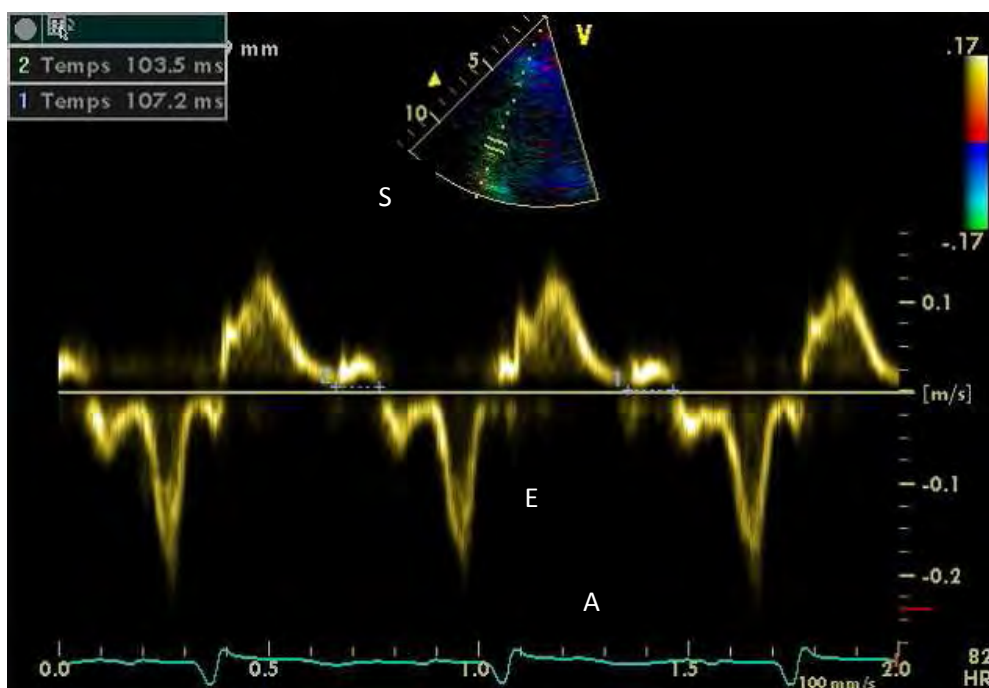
Spectre de Doppler pulsé à l'anneau mitral en Doppler tissulaire avec les ondes S, E, et A.
